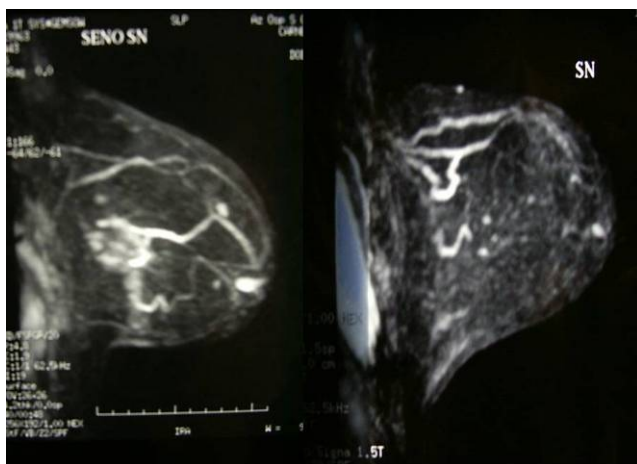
RM in pz responder. Stesso caso di fig. 3 dopo il quarto ciclo di NAC (a sinistra) e prima dell'intervento chirurgico (a destra) che evidenzia la completa scomparsa dell'area di contrast-enhancement patologico.
